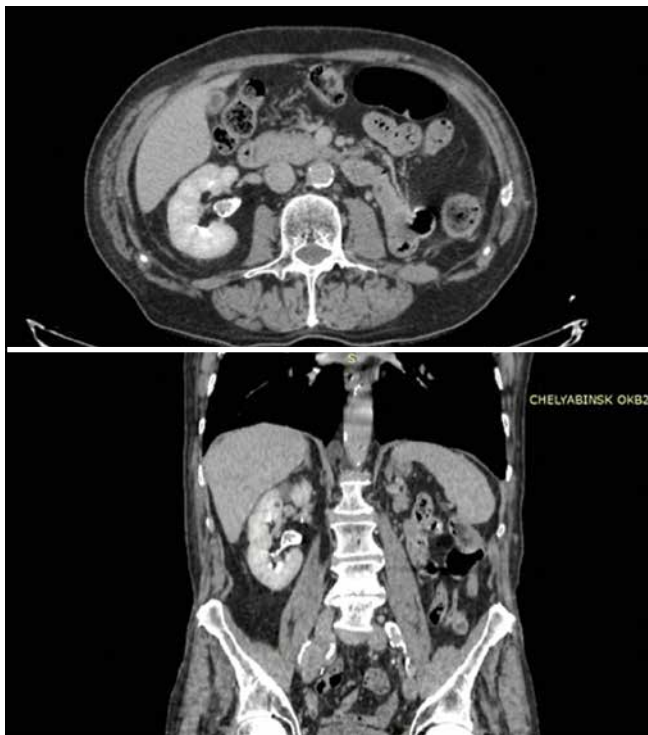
Мультиспиральная компьютерная томография органов забрюшинного пространства (июль 2024 г.)
